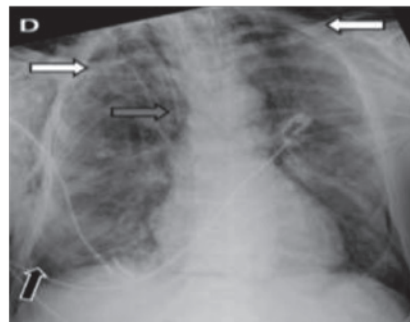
Radiografía de control, nótese la flecha blanca correspondiente a enfisema subcutáneo, la flecha gris a neumomediastino y la flecha negra a neumotórax.
